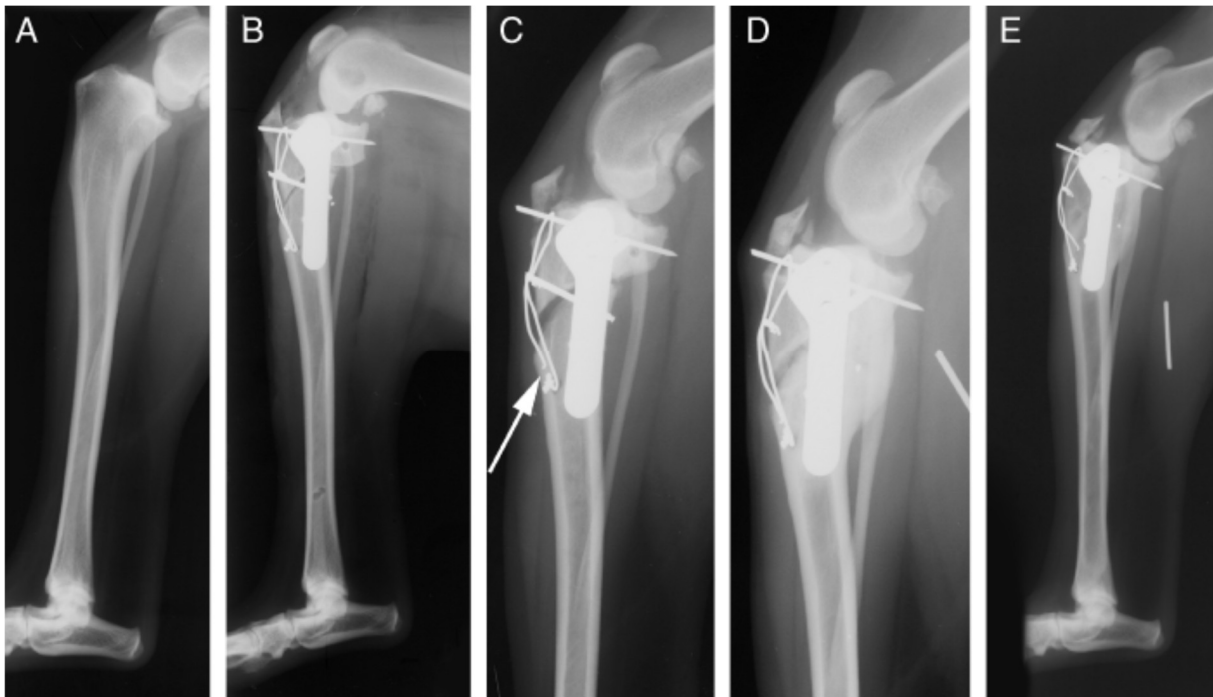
Ostéotomie de nivellement du plateau tibial associée à une ostectomie en coin de fermeture crâniale réalisée avec deux ostéotomies de forme radiale : (A) angle du plateau tibial (TPA) préopératoire = 46,7° ; (B) TPA postopératoire = 10° ; (C) contrôle radiographique à 4 semaines montrant une fracture de la crête tibiale, une défaillance de l'implant (flèche) et une perte subjective du nivellement du plateau tibial (TPL) ; (D) contrôle radiographique à 25 semaines montrant une cicatrisation partielle de l'ostéotomie ; (E) contrôle radiographique à 4,5 ans, TPA = 20° (perte objective du nivellement du plateau tibial). Référence 5.
